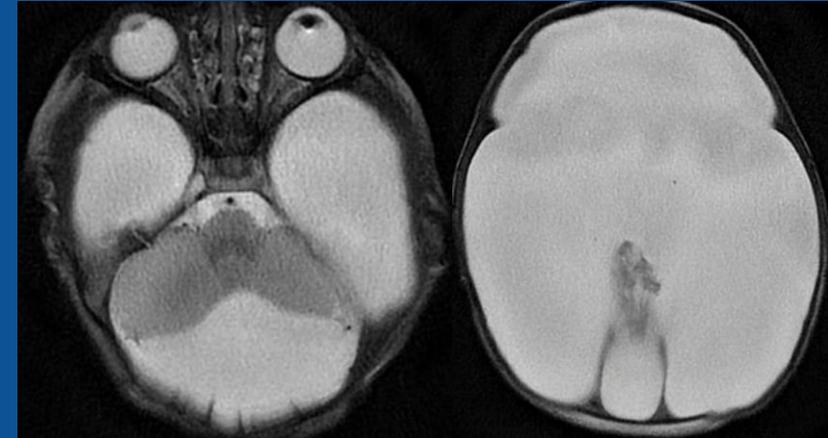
RM Cerebral axial T2WI, Hidranencefalia con ausencia de hemisferios cerebrales. Se observa la persistencia del cerebelo, tronco encefálico y ambos tálamos.
